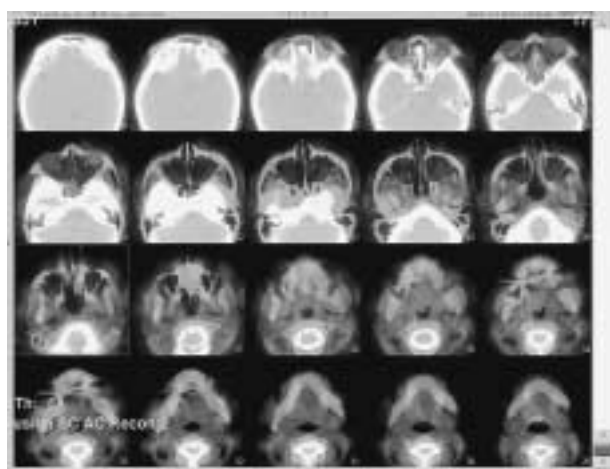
In-111 DTPA 脳槽シンチ26時間後SPECT/CT
